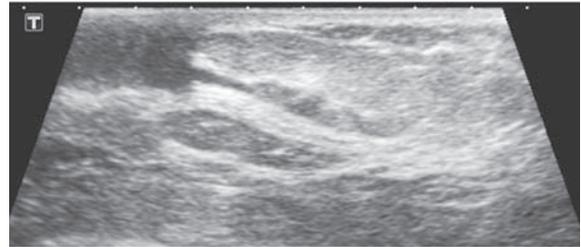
非腫瘍。乳管が不整に拡張し壁肥厚を伴う。乳管内に充実性エコーを認める。乳管内病変。カテゴリ 4
